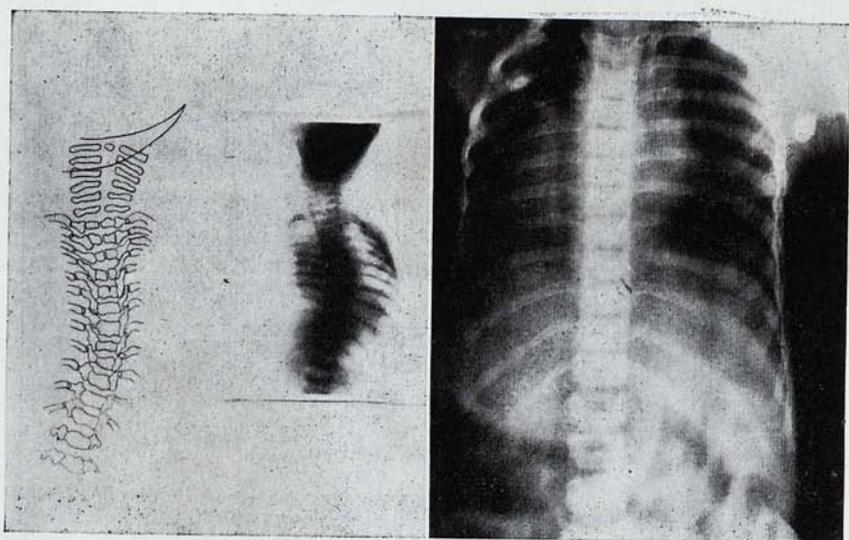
Escoliosis congénita. La radiografía de la izquierda corresponde a los tres meses de edad, y la de la derecha a los dos años. Corrección completa de la escoliosis.
